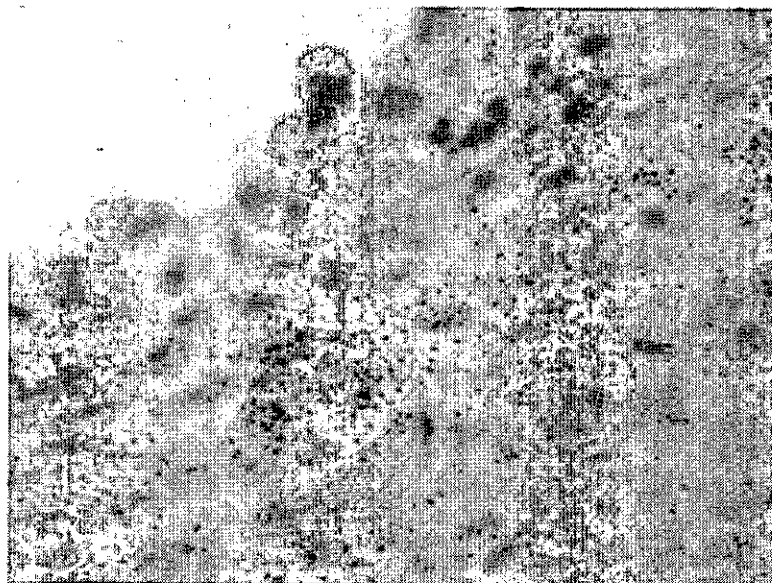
$^{125}\text{I}$ 標識  $\beta_2$ -m注射後の移植細胞組織でのhistoautoradiography
